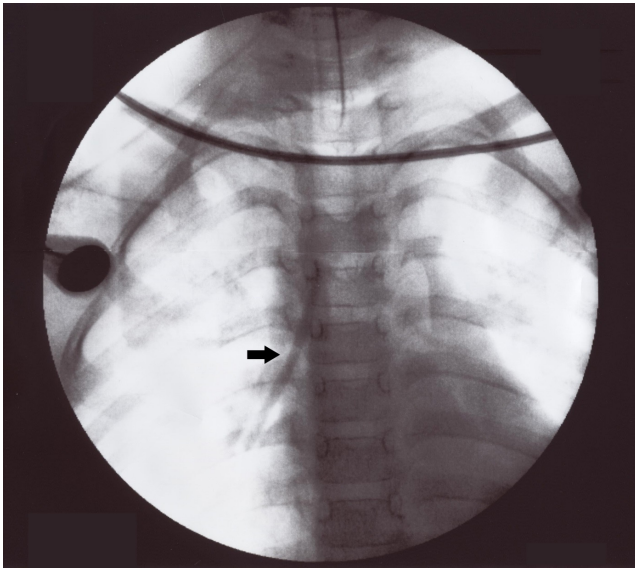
Chest X-ray of the patient showing a metal density inside right main bronchus (black arrow).
